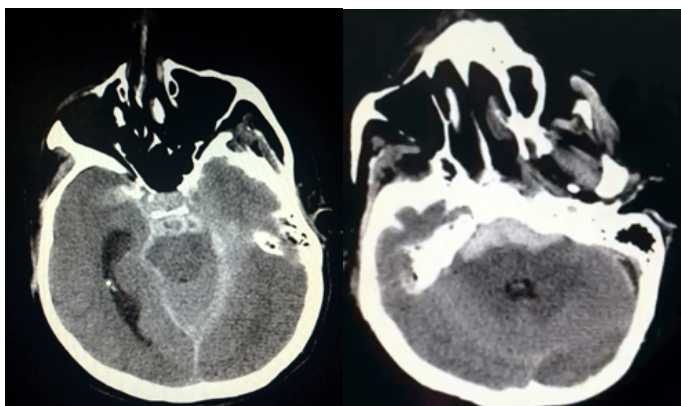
TAC Simple Cráneo prequirúrgica que demuestra la presencia de hemorragia subaracnoidea de predominio en cisternas basales, pre pontina y pre bulbar.
